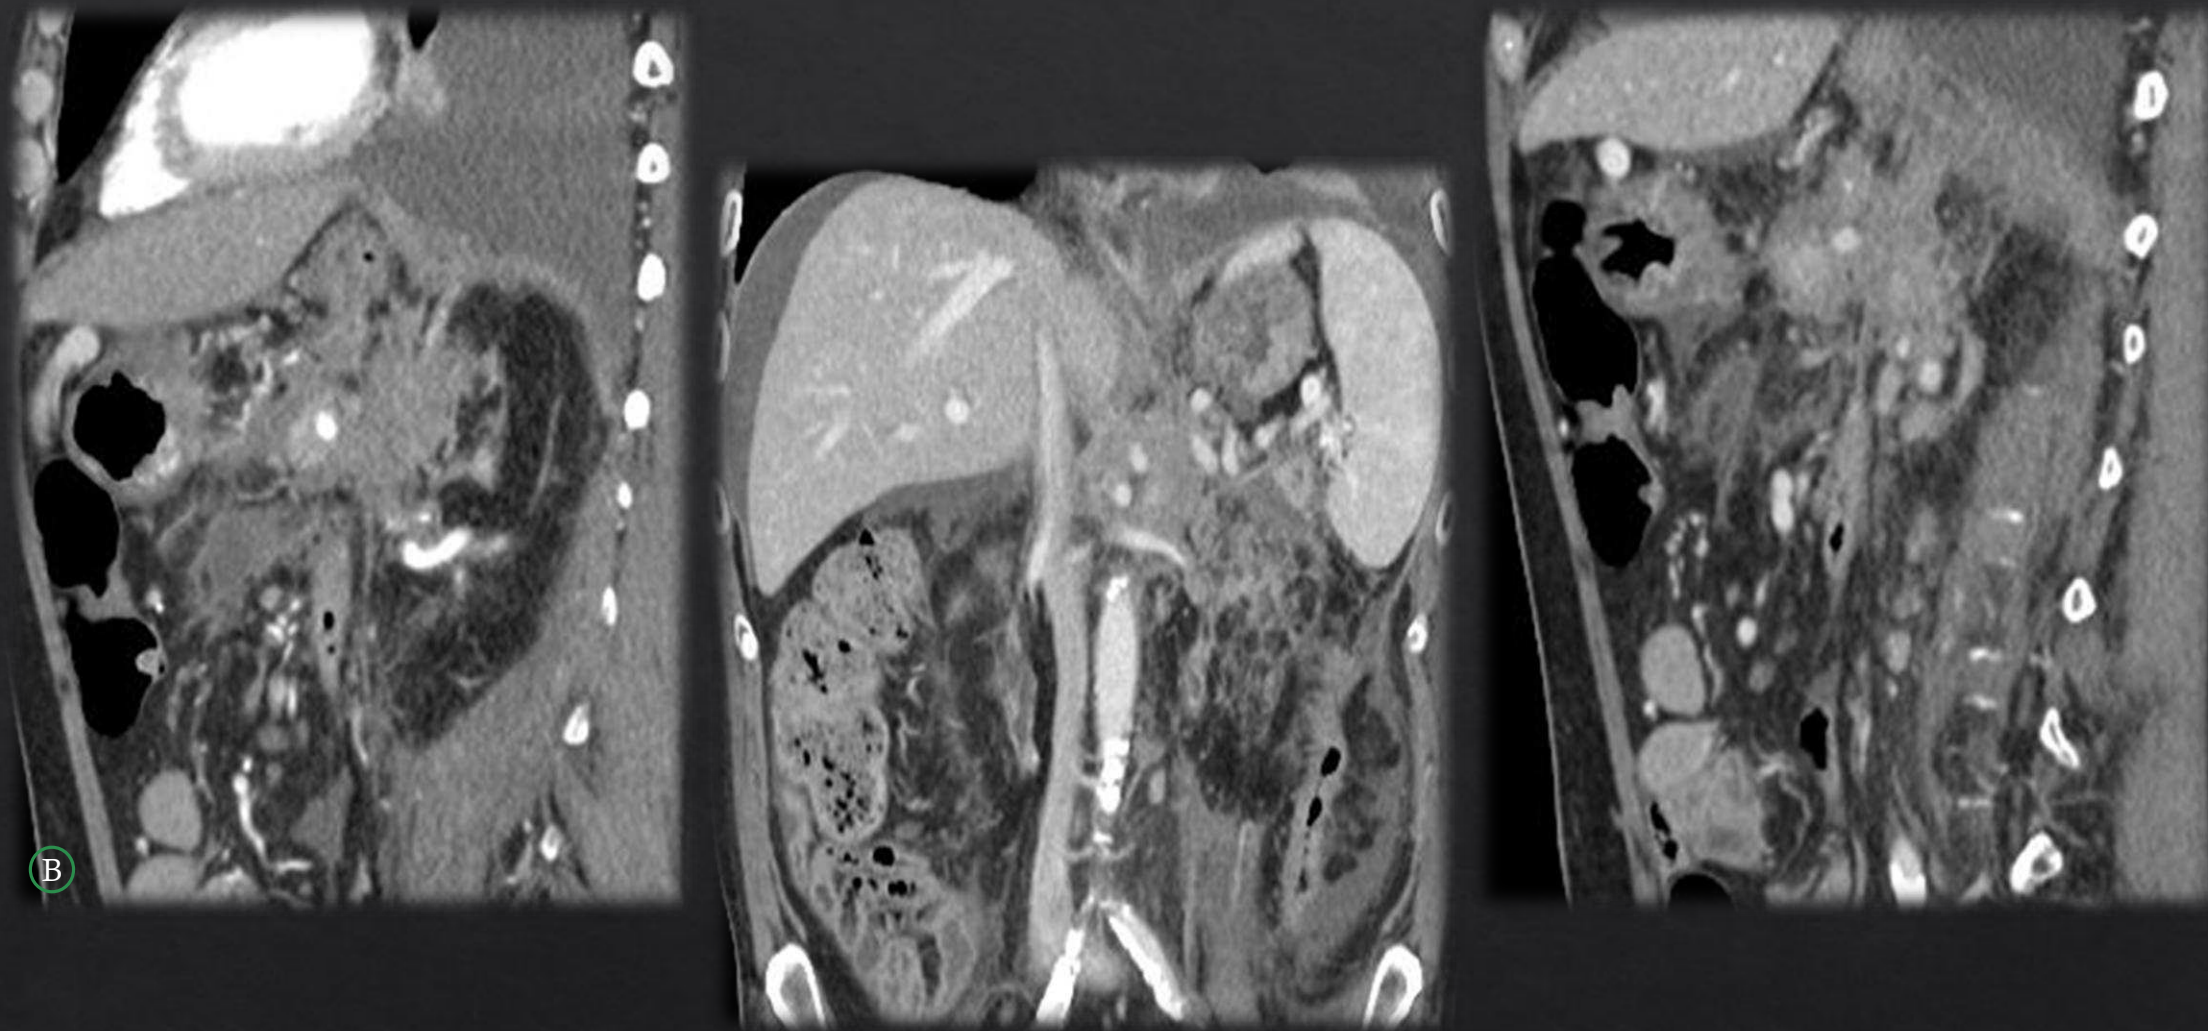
B. TC abdominopélvica con contraste endovenoso en fase portal, con dos reconstrucciones en plano sagital y otra coronal.
